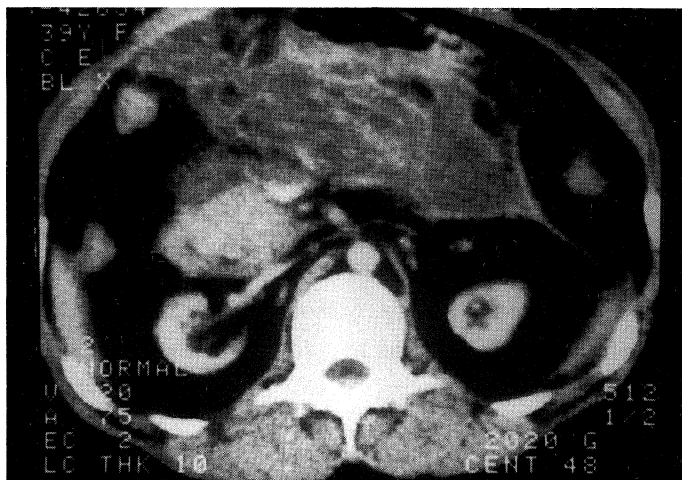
Abdominal CT on admission
